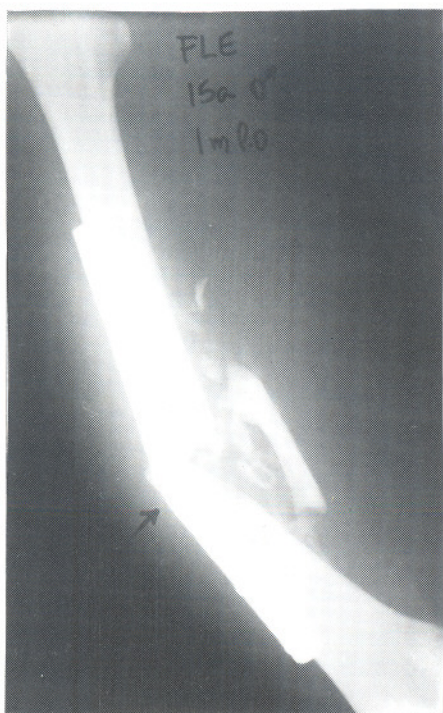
Placa-Ponte: radiografia com rotura da placa após liberação da carga sem consentimento médico.
